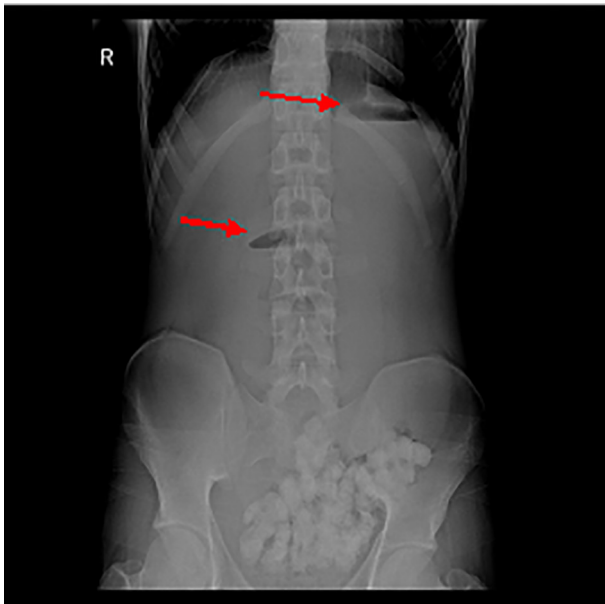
Radiografía de abdomen de frente, signo de la doble burbuja (Flechas rojas).
